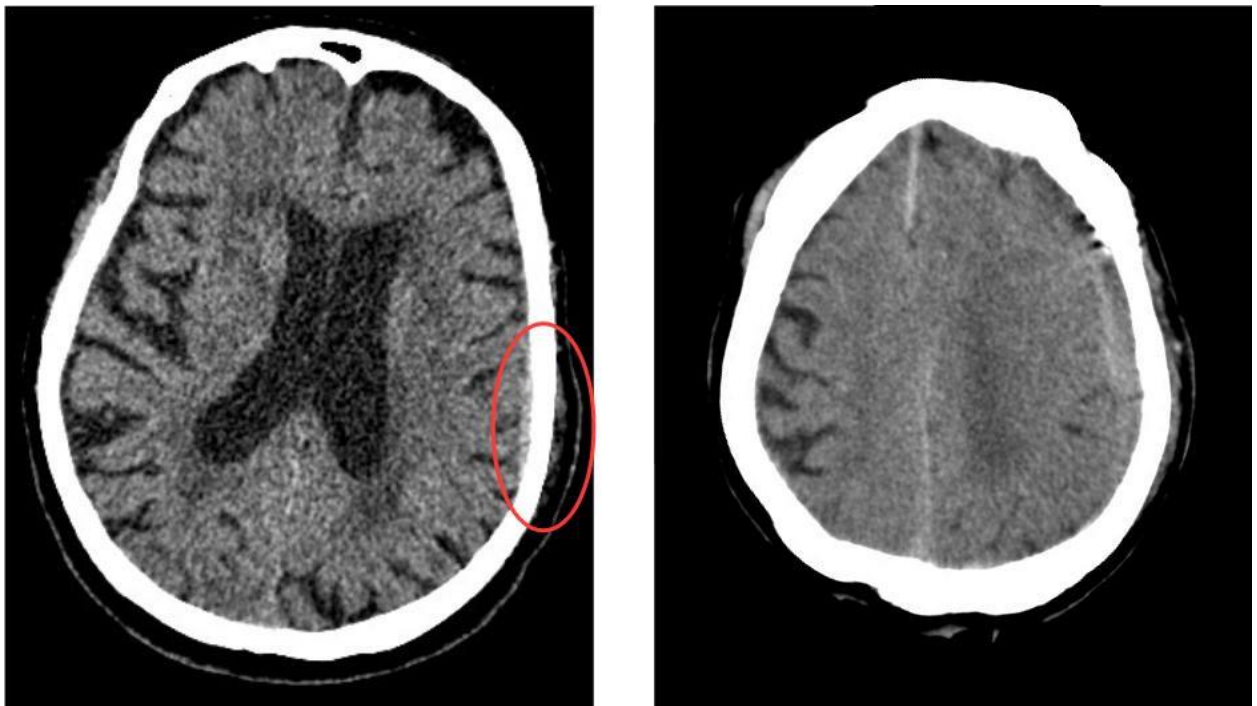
CT-Befund vor (links) und nach (rechts) Lysetherapie (Patient 3)
